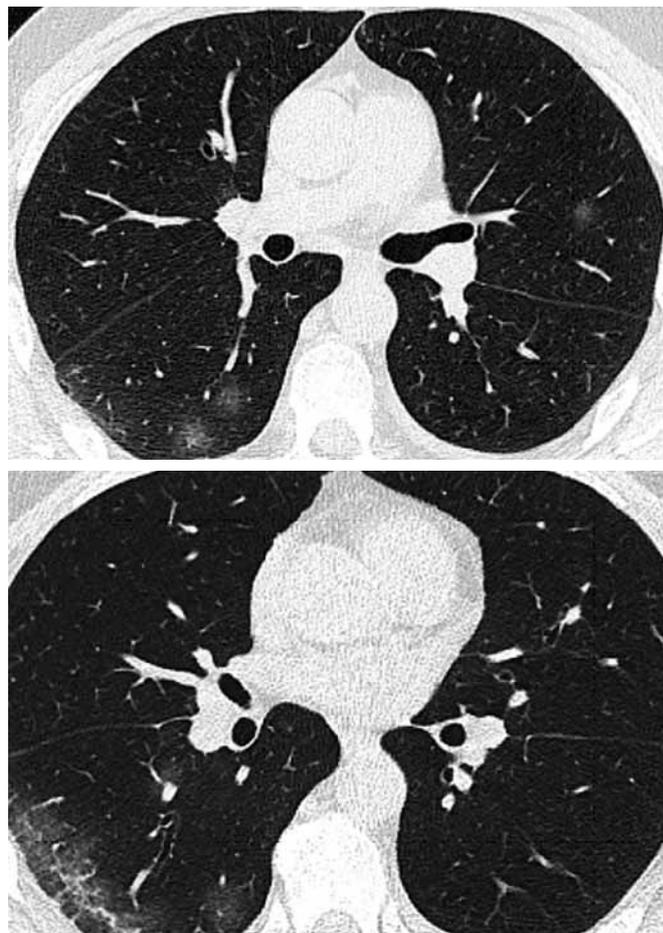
КТ грудной клетки: признаки вирусной пневмонии
